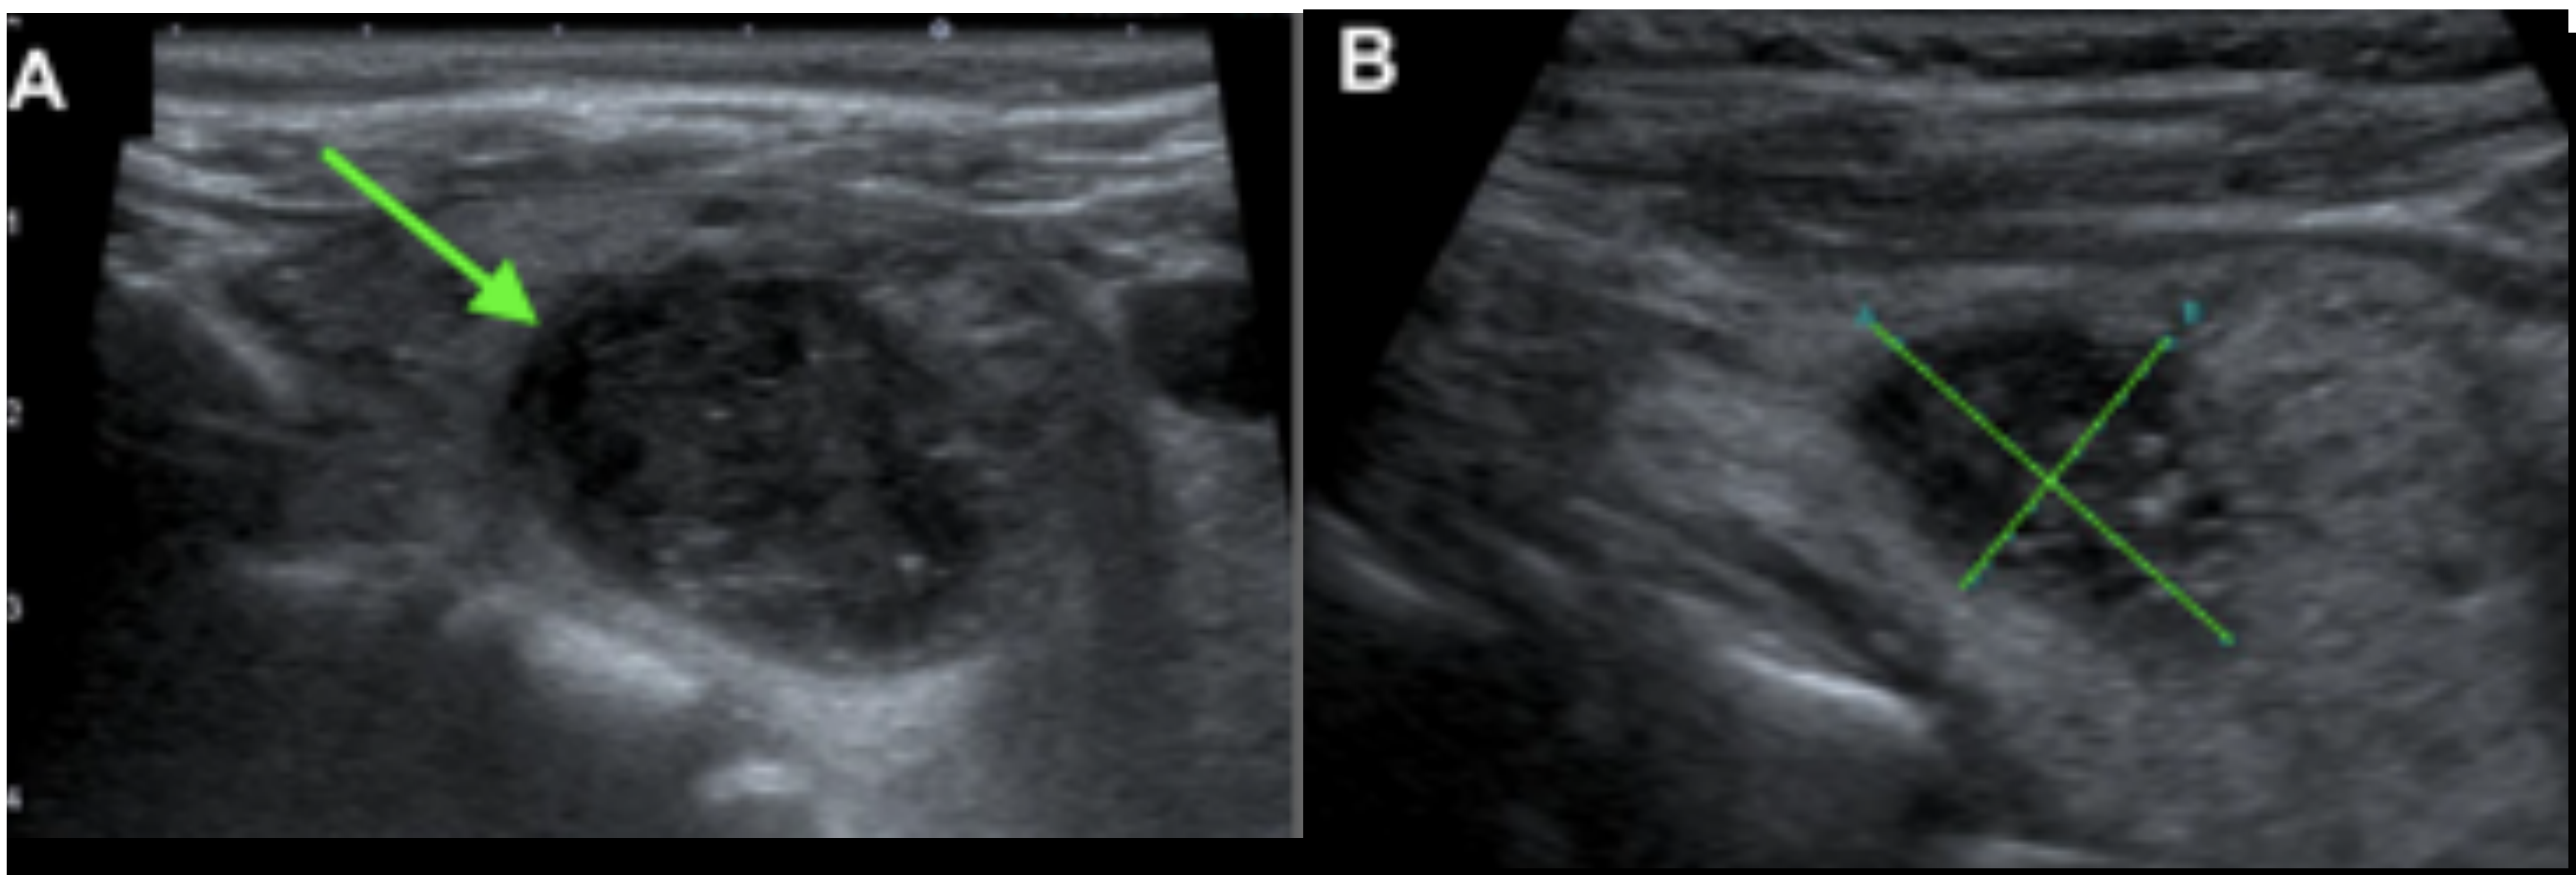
Tiroiditis aguda bacteriana con absceso tiroideo. Paciente con fiebre, dolor cervical y aumento de reactantes de fase aguda. En la ecografía de tiroides se observa en el lóbulo izquierdo una colección redondeada hipocogénica heterogénea de 22x26mm en relación con absceso tiroideo (A,B).
